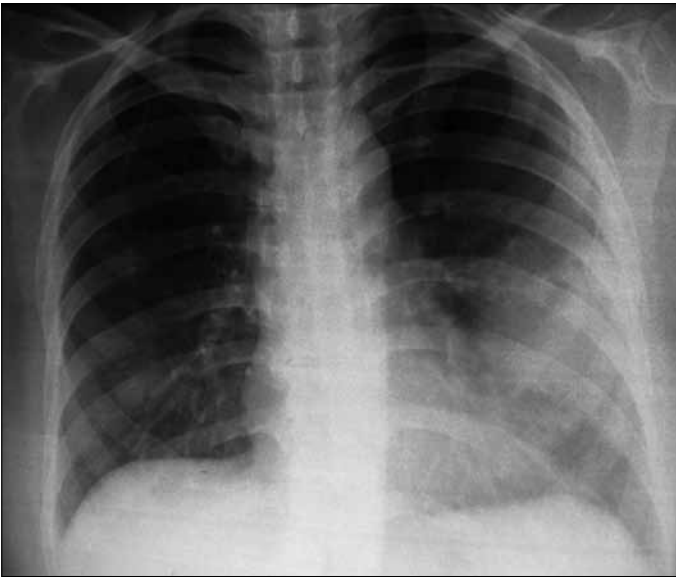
Bir nolu olgunun 1. akciğer grafisi (solda hidropnömotoraks)
